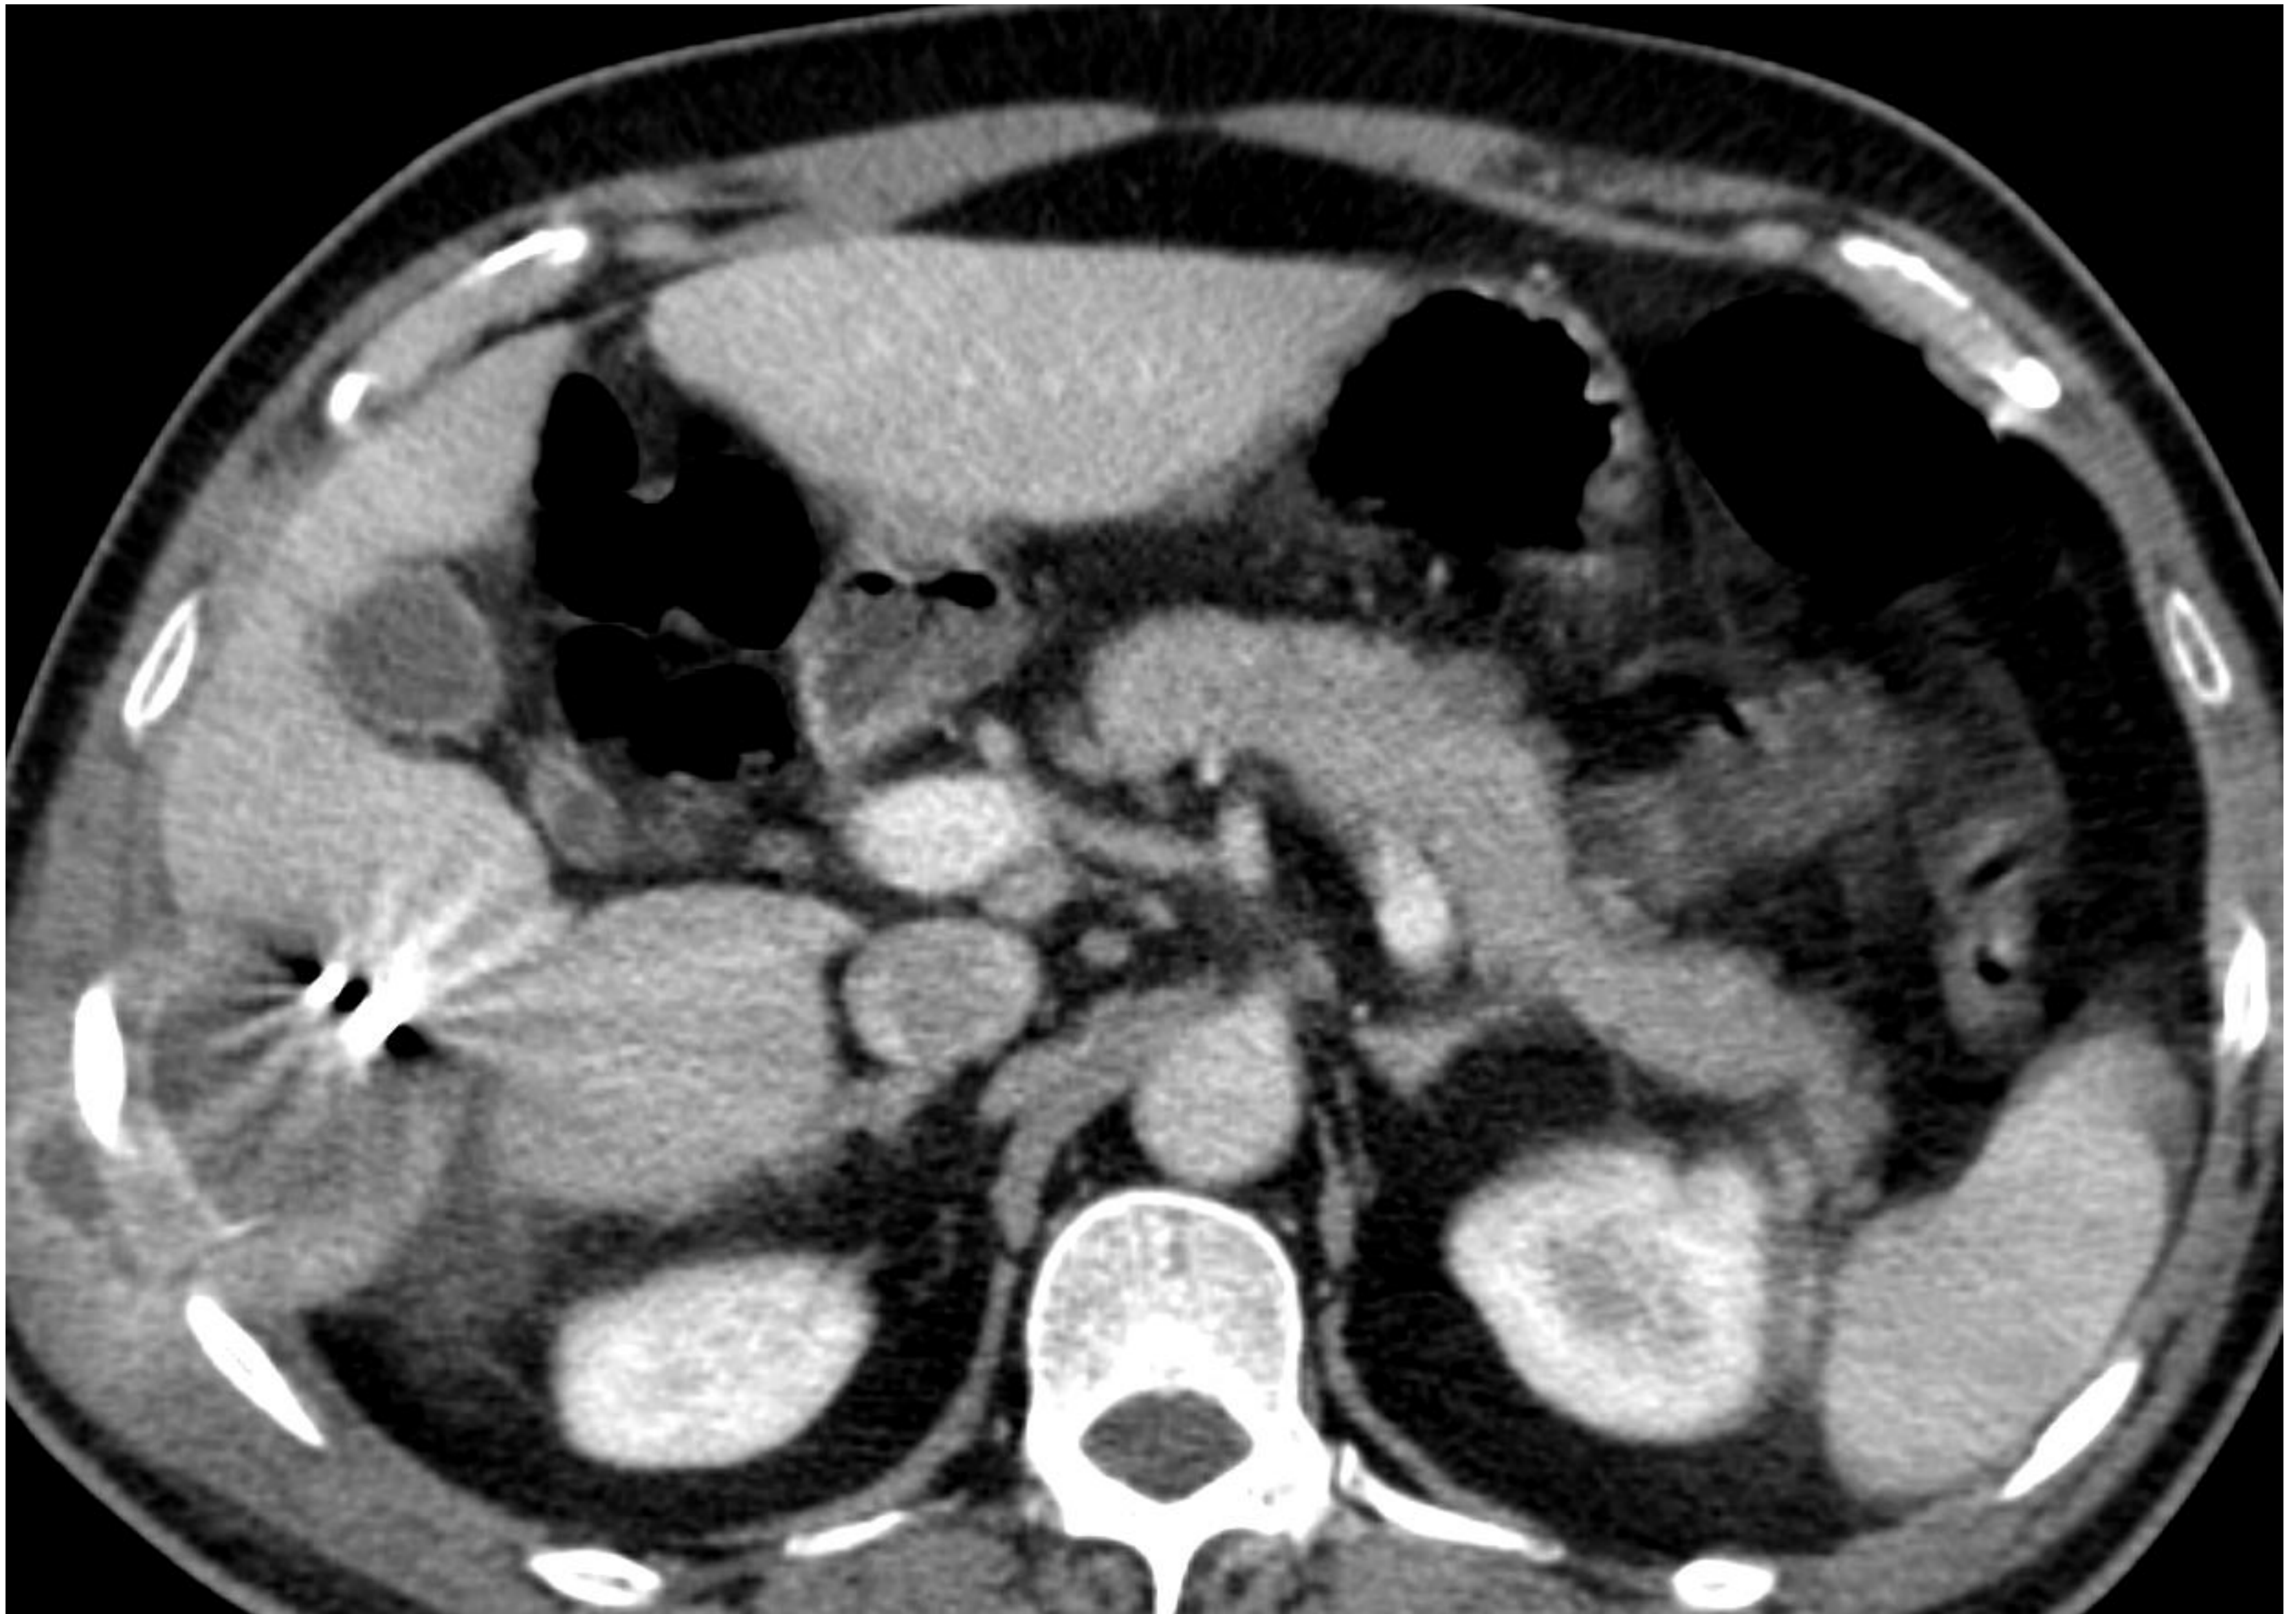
TC con contraste en fase portal. Resección de CHC en segmento VI sin signos de restos tumorales. Bilioma postquirúrgico como complicación con signos de fistulización a pared torácica lateral derecha.
